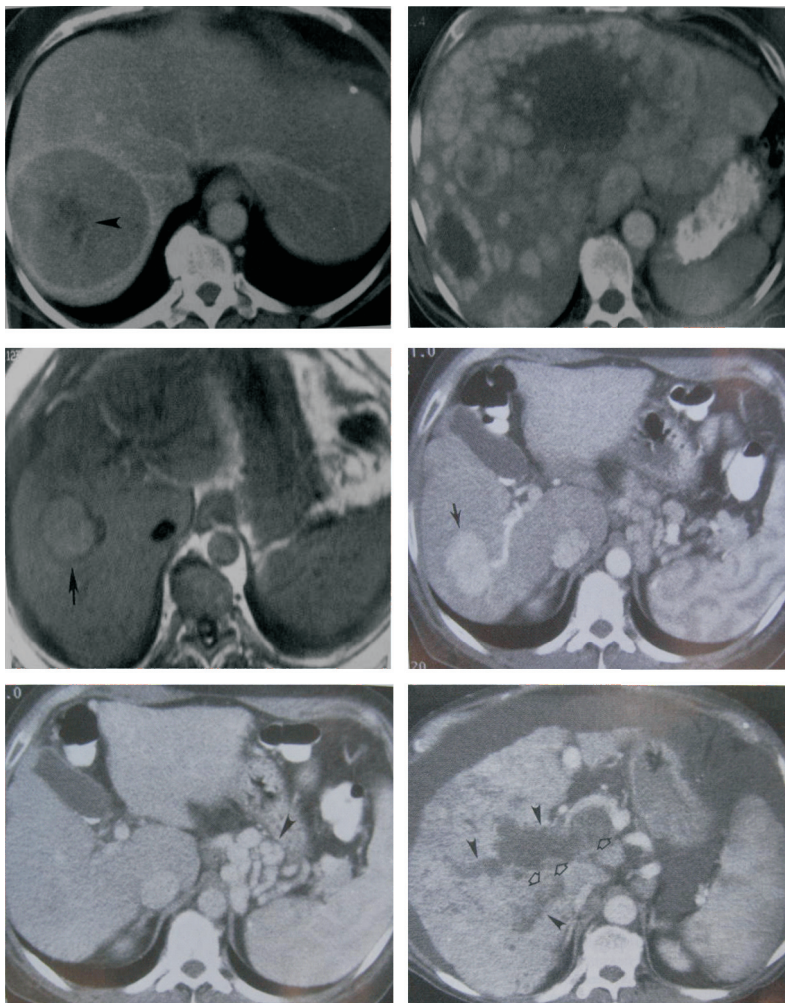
Tomografía axial computarizada de hígado con carcinoma hepatocelular.
